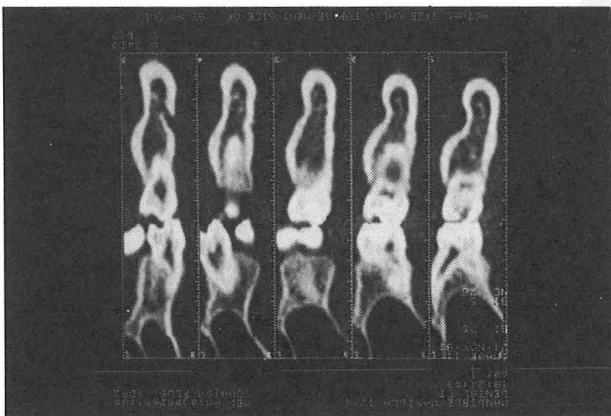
「デンタルCT」による歯列弓に垂直なparaxial画像
